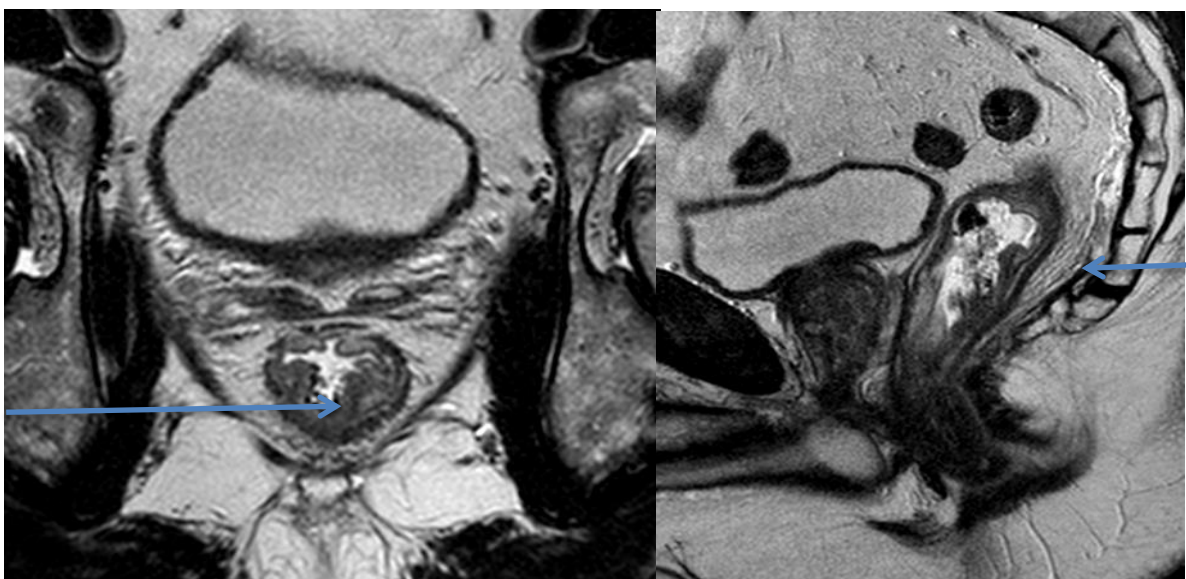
МР-томограмма. Пациентка К., 56 лет, и/б №3200-16. Диагноз: Рак прямой кишки mT2N0.
